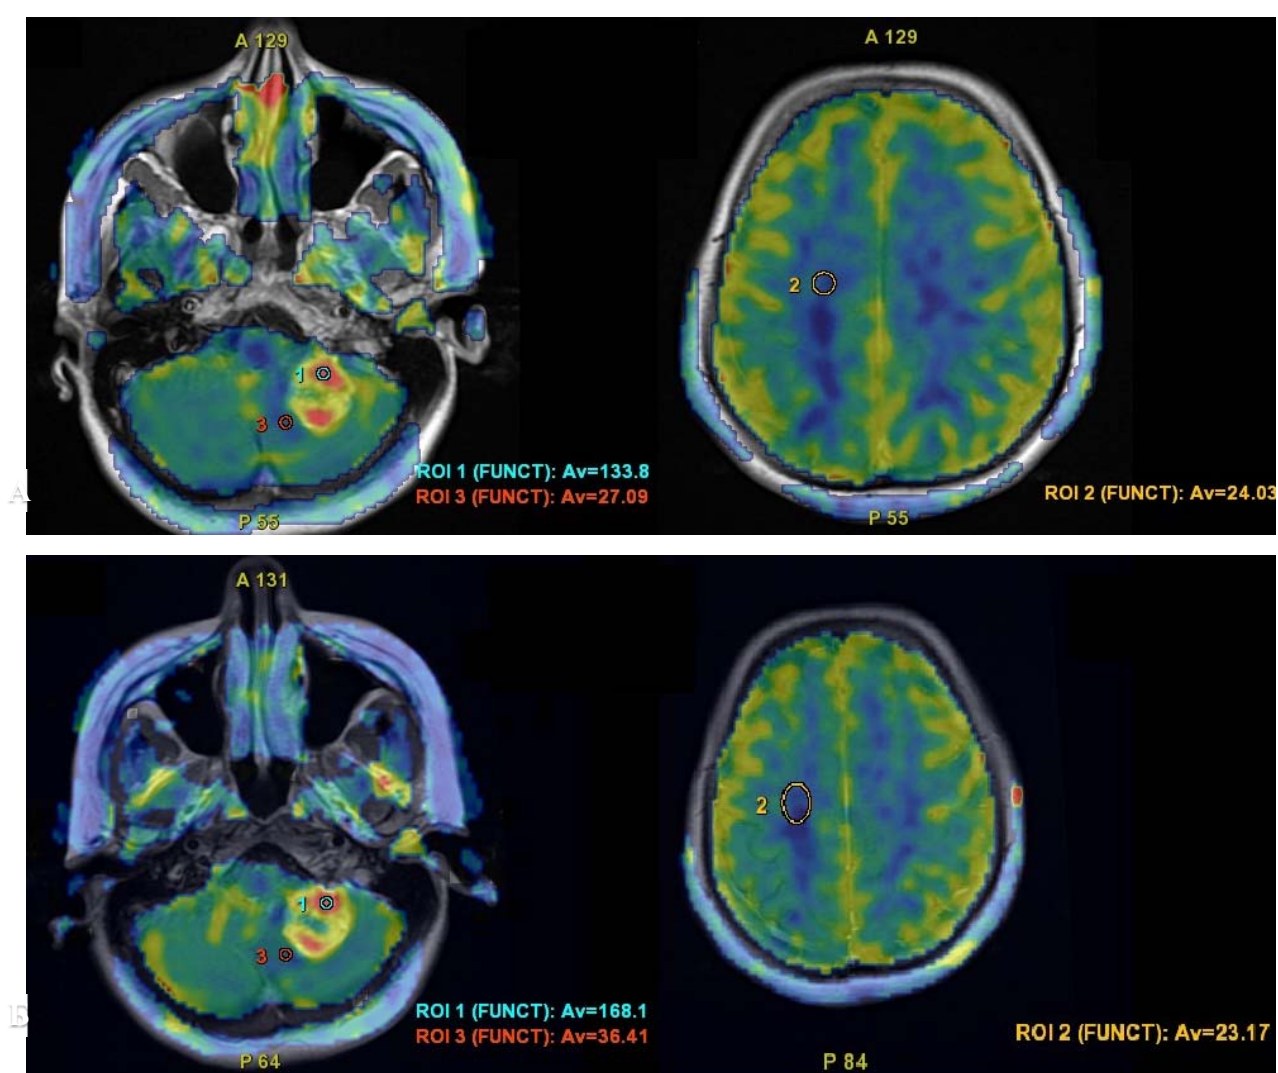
МР-перфузия пациентки №2. А и Б – МР-перфузия до и после проведения предоперационной стереотаксической радиохирургии: 1-СВФ метастаза, 2- СВФ нормального мозгового вещества, 3- СВФ перифокальной зоны
